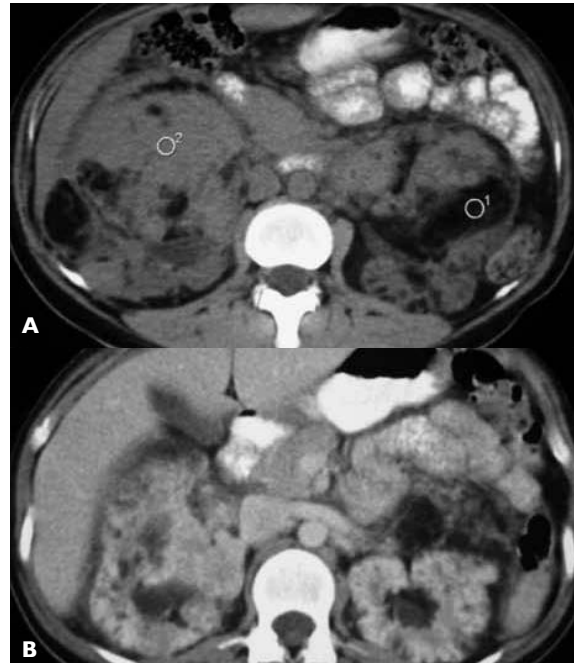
Tomografía de abdomen. A) sin contraste. B) con contraste endovenoso. Muestra a los riñones aumentados de tamaño y con múltiples lesiones expansivas de diferente tamaño, con componente graso en relación a angiomiolipomas.
